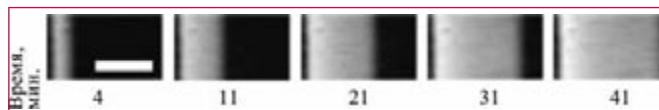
Рост фибринового сгустка в экспериментальной модели свертывания в реакционно-диффузионной системе. Свертывание активировалось в тонком слое неперемешиваемой рекальцифицированной плазмы монослоем клеток, экспрессирующих тканевый фактор. Формирование фибринового сгустка регистрировалось по светорассеянию методом темного поля. Темная полоска слева — активатор (пленка с фибробластами). Серая расширяющаяся полоса — растущий от активатора фибриновый сгусток. Белая линия на первом кадре показывает масштаб 1 мм, белый прямоугольник — область около активатора. Воспроизведено из [30]
